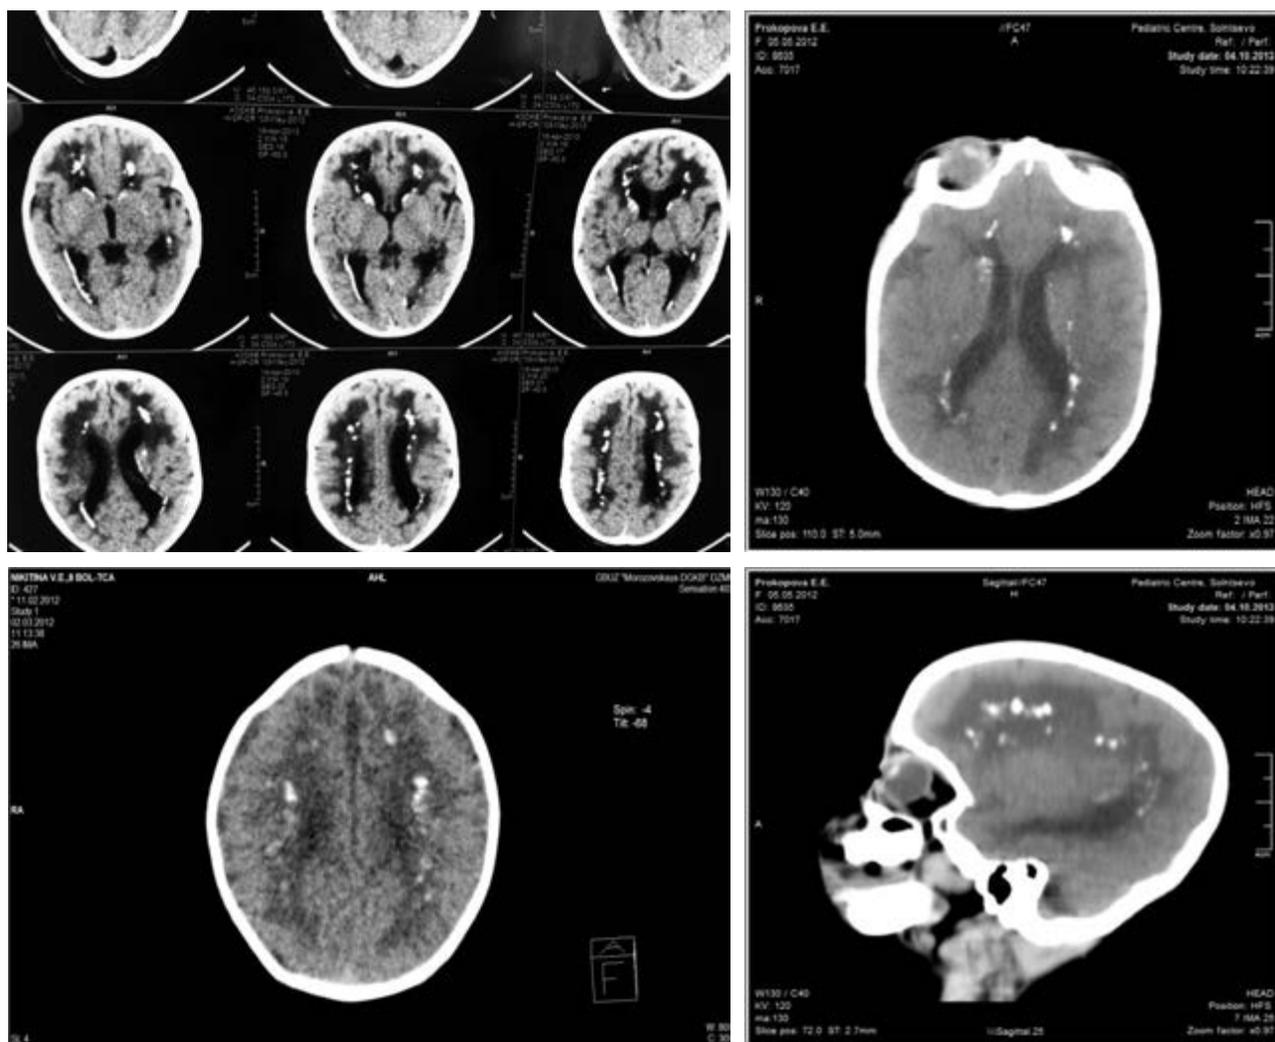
КТ и МРТ головного мозга. Разнокалиберные множественные петрификаты в области боковых желудочков и межполушарной щели у детей с фенотипическими проявлениями синдрома Айкарди–Гутьерес.
